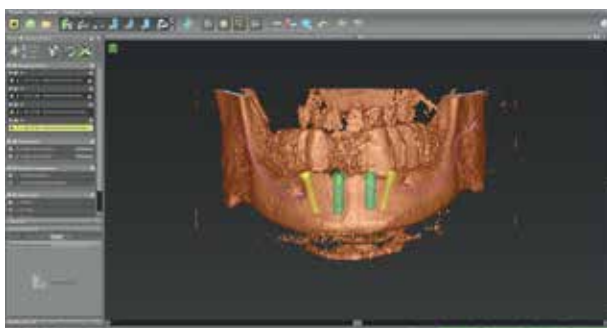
Se realizza una copia della protesi definitiva con denti radiopachi al fine di avere un'immagine radiografica trasversale e una pianificazione computerizzata in 3D.
